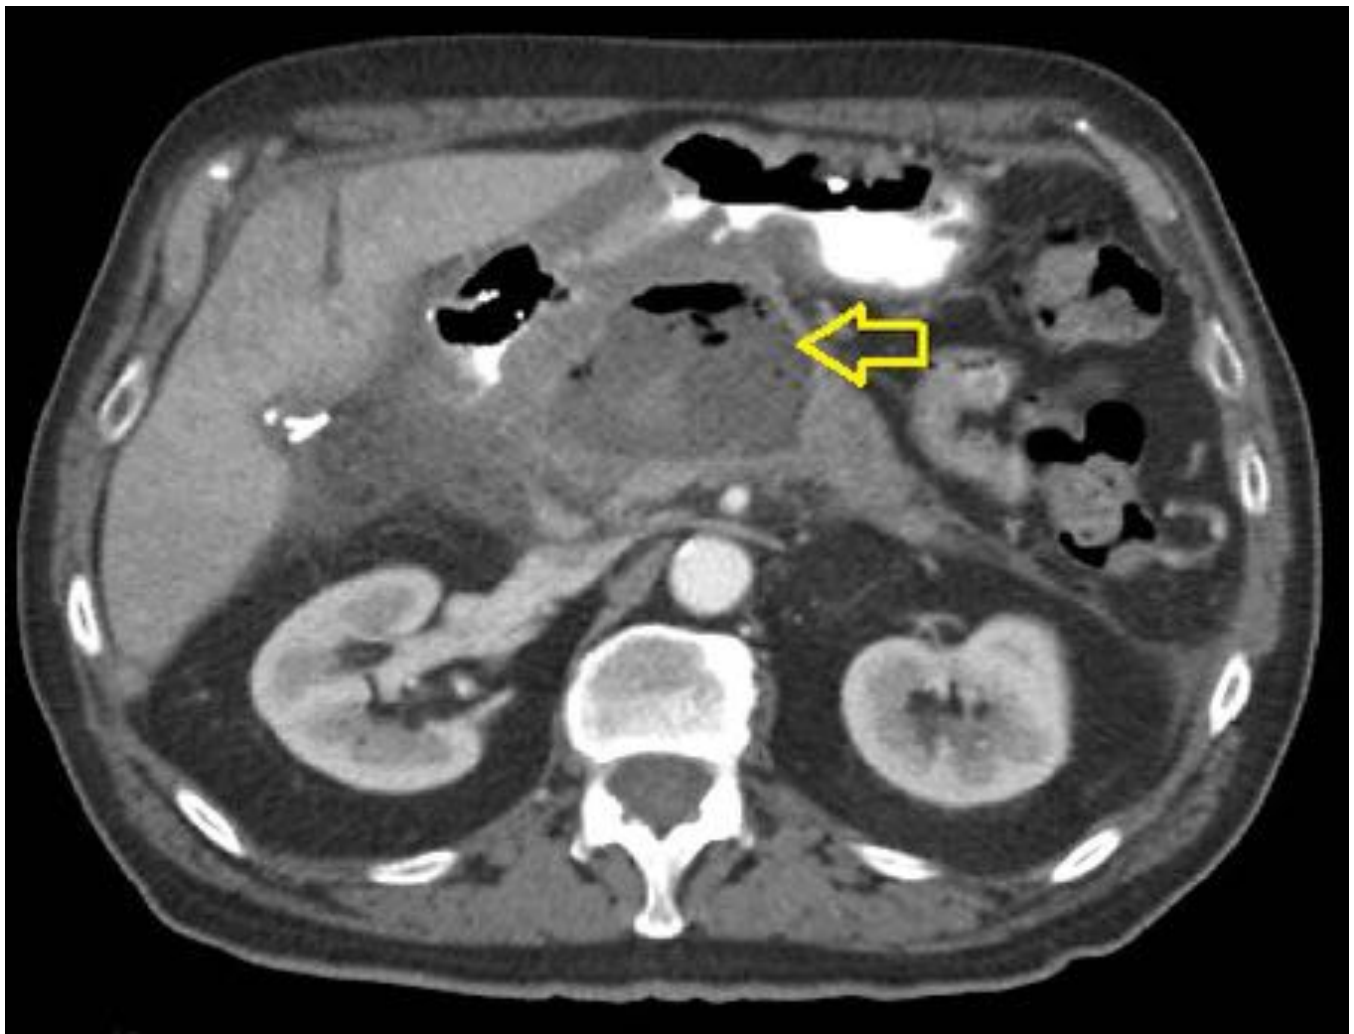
TC abdominal con CIV. plano axial. Paciente con pancreatitis aguda necrotizante con colección intrapancreática infectada. En la colección se puede identificar nivel hidroáereo y contenido líquido de diferentes densidades en relación con necrosis pancreática.
